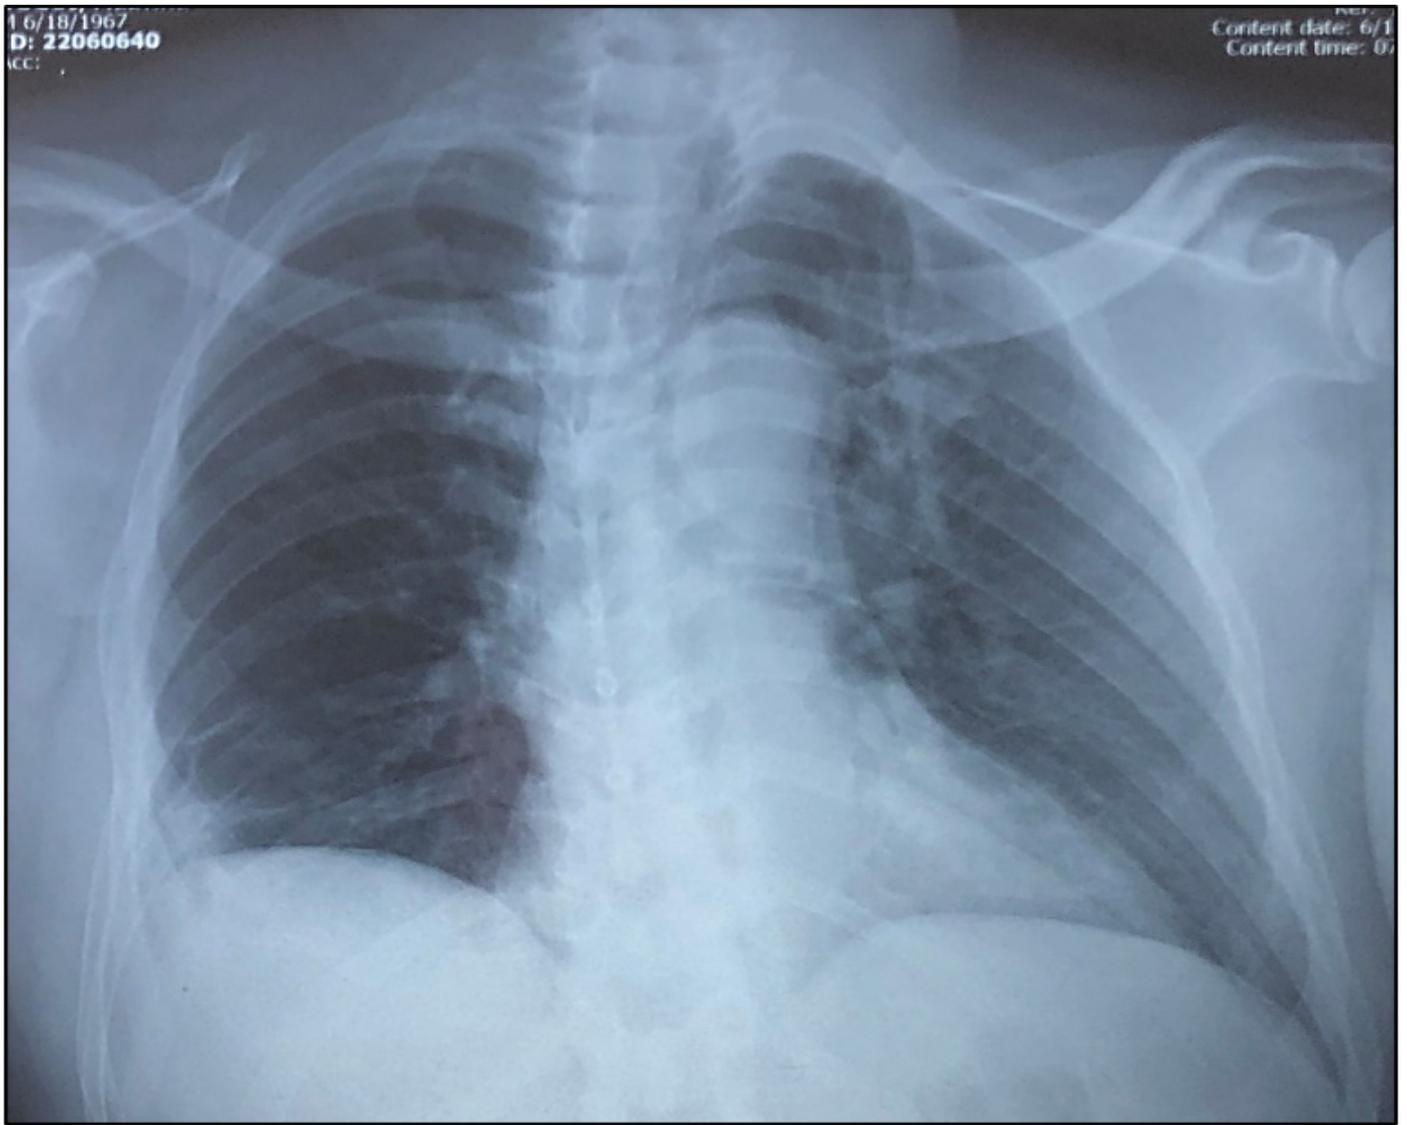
Frontal chest radiograph showing unwinding of the aortic knob with blunting of the right costophrenic angle.
